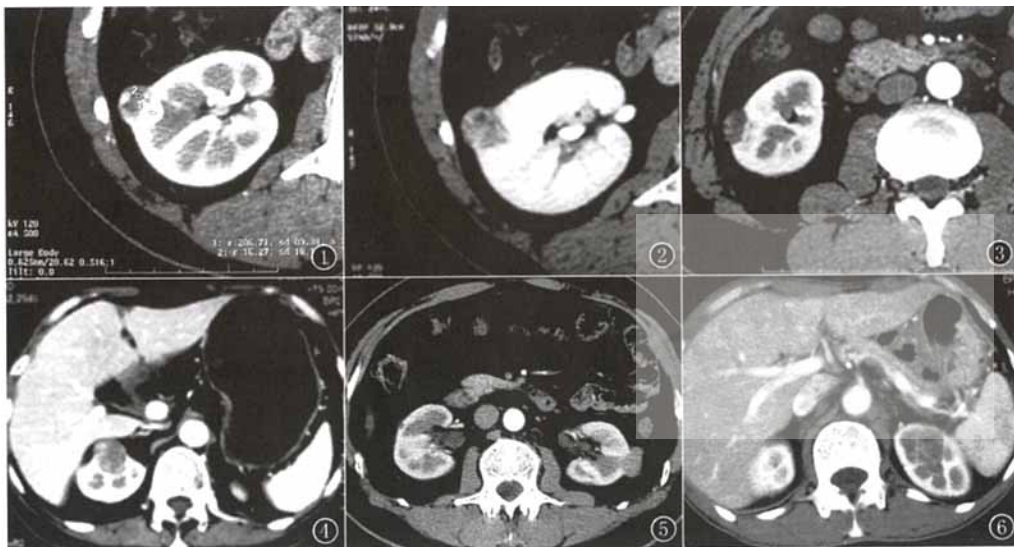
右肾透明细胞癌。CT 增强扫描皮髓期,右肾中部外侧的肿瘤呈不均匀明显强化,边界清,强化最明显处强于邻近肾皮质 图 2 与图 1 同一病例。CT 增强扫描排泄期,肿瘤内密度不均匀,明显低于邻近肾组织,其内可见明显低于肌肉组织的坏死、囊变区 图 3 右肾多房性透明细胞癌。CT 增强扫描皮髓期,右肾中部外侧见一长圆形囊实性肿块,其内大部区域呈水样密度,其间可见中等强化的不规则分隔和壁结节 图 4 右肾乳头状癌。CT 增强扫描皮髓期,右肾前上部可见一类圆形肿块,边界清,强化不均匀,强化最明显处明显弱于邻近肾皮质 图 5 左肾嫌色细胞癌。CT 增强扫描皮髓期,左肾门水平外侧部可见一长圆形肿块,边界清,强化均匀且明显弱于邻近肾皮质 图 6 左肾未归类癌。CT 增强扫描皮髓期,左肾上部分叶状类长圆形肿块,边界不甚清,呈不均匀强化,强化最明显处弱于邻近肾皮质
